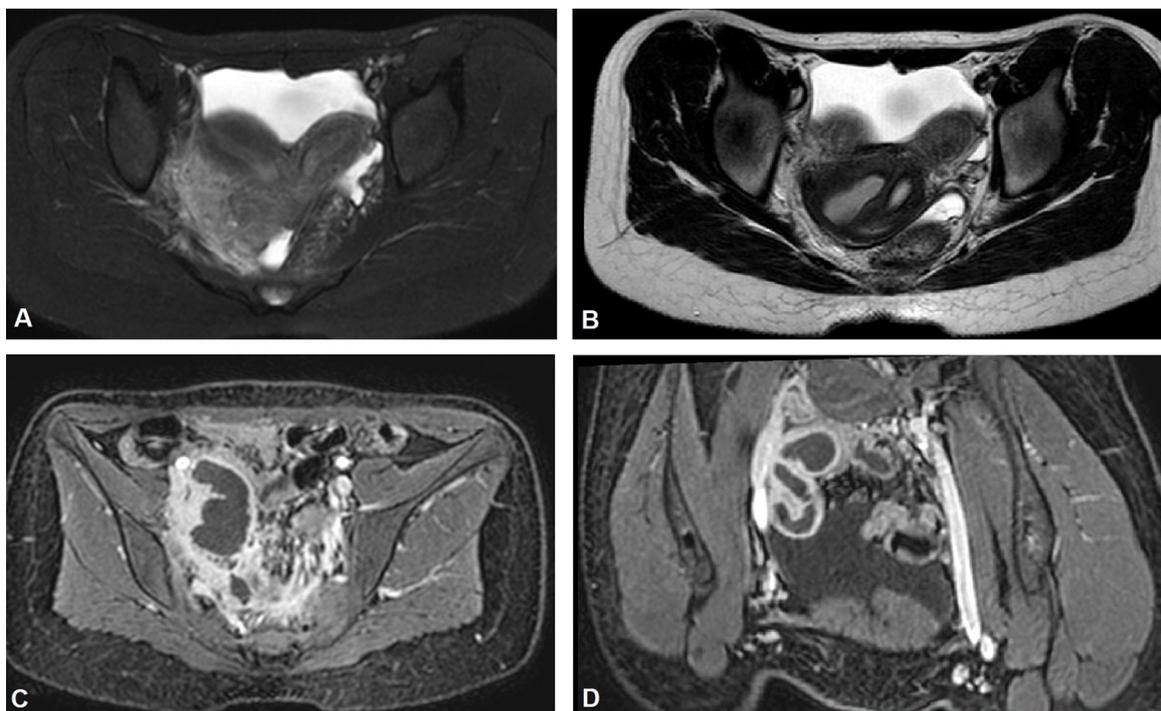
Imagens de ressonância magnética da paciente seis meses após o tratamento cirúrgico. (A) Corte axial de sequência ponderada em T2 SPAIR demonstrando líquido livre na cavidade pélvica e útero didelfo. (B) Sequência ponderada em T2, em corte axial ao nível dos colos uterinos, notando-se pequena distensão do colo uterino direito em relação ao esquerdo. (C-D) Sequência T1 pós-contraste, nos planos axial (C) e coronal (D) da pelve, demonstrando imagem serpiginosa captante de contraste na região anexial direita. Os achados são compatíveis com piossalpinxe.
